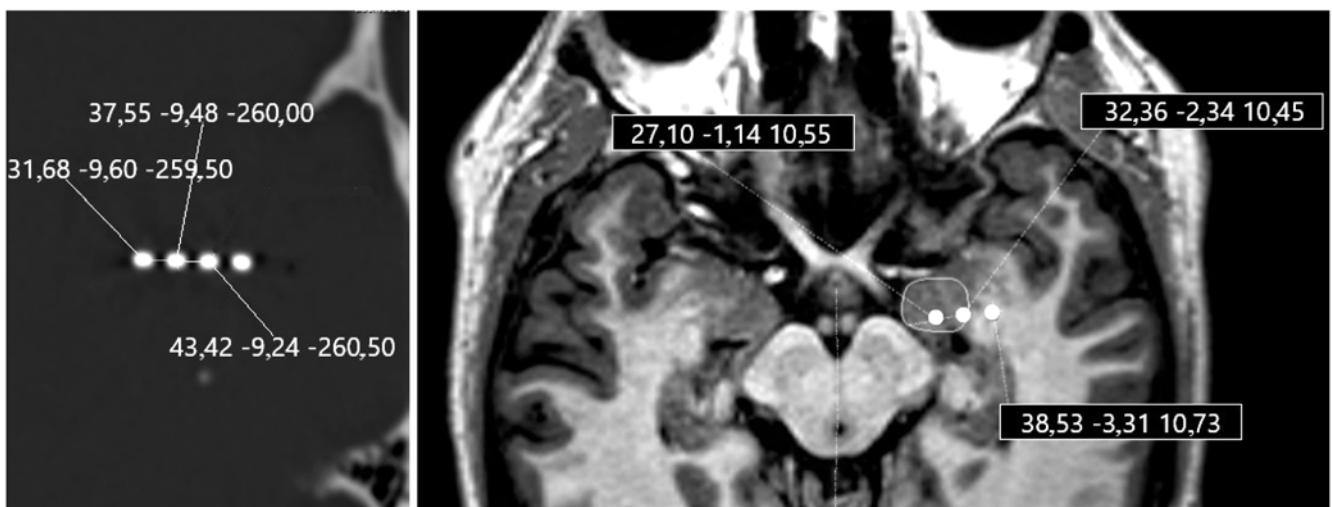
Слева – КТ головного мозга пациента с имплантированными электродами. Стереотаксическая мишень – левая миндалина.
